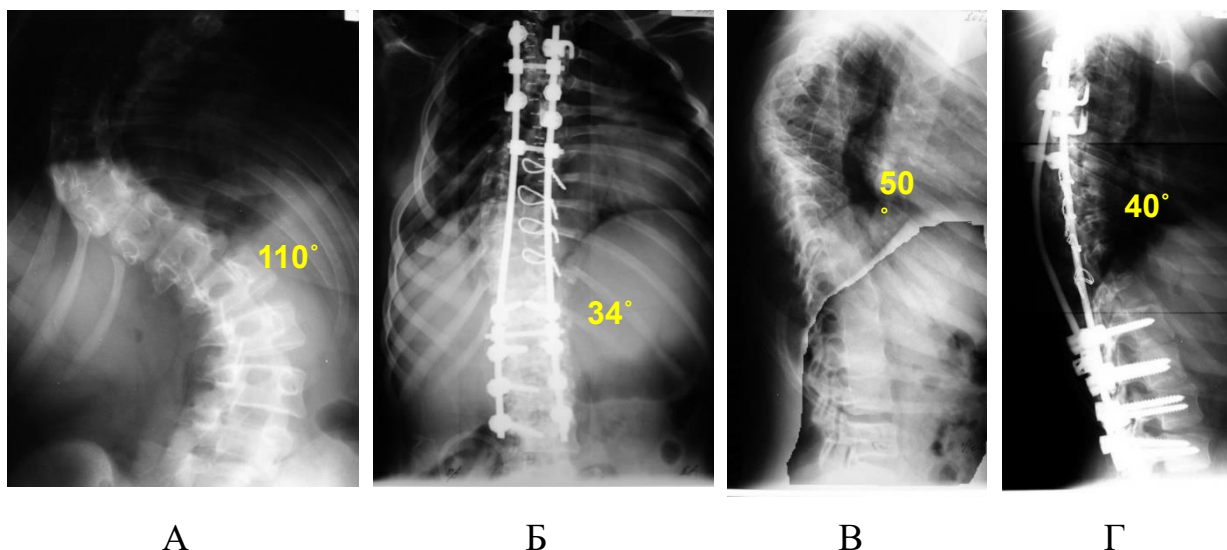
Рентгенографические данные до (сверху) и после (снизу) оперативного лечения. Фронтальная проекция: А – до лечения, Б – после лечения; сагиттальная проекция: В – до лечения, Г – после лечения.
